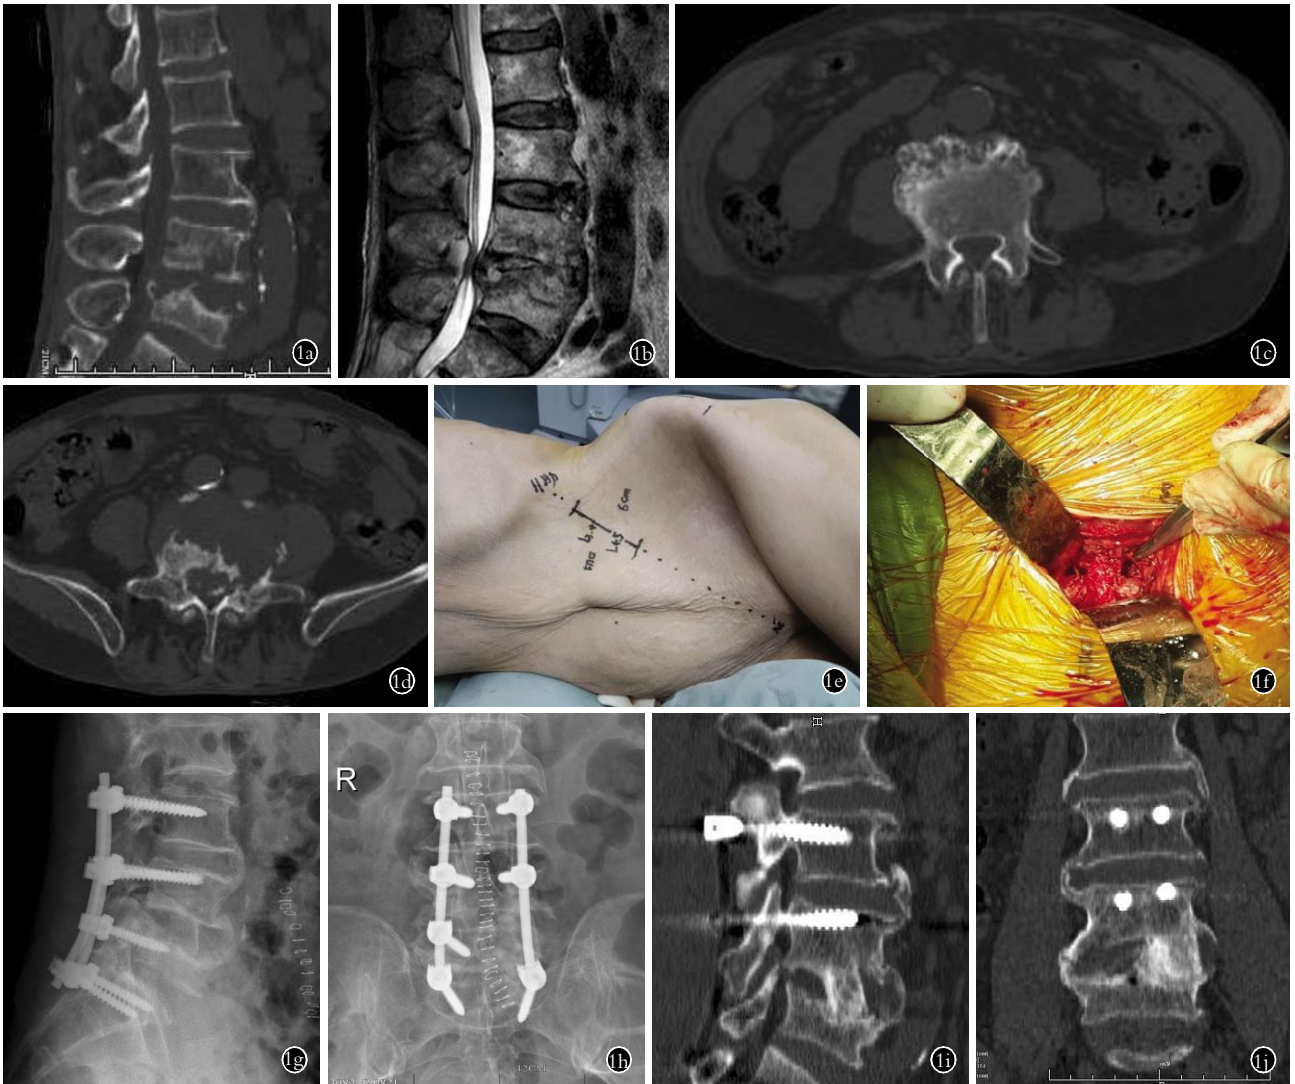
患者,男,66岁,L₄-L₅椎体结核伴不全瘫,采用 I 期前路小切口病灶清除联合后路内固定术 1a,1b. 术前腰椎 CT 及 MRI 示 L₄-L₅椎体破坏伴椎管占位 1c. L₄椎体椎弓根平面骨质破坏不明显 1d. L₅椎体椎弓根平面,后柱完整,中柱右侧 1/3 骨质尚可,可行短钉固定 1e,1f. 手术切口位置及病灶清除植骨视野 1g,1h. 术后正侧位 X 线片示 L₄椎弓根钉向上,L₅行单侧固定,方向向下偏外 1i,1j. 术后半年复查 CT 示植骨块融合良好
